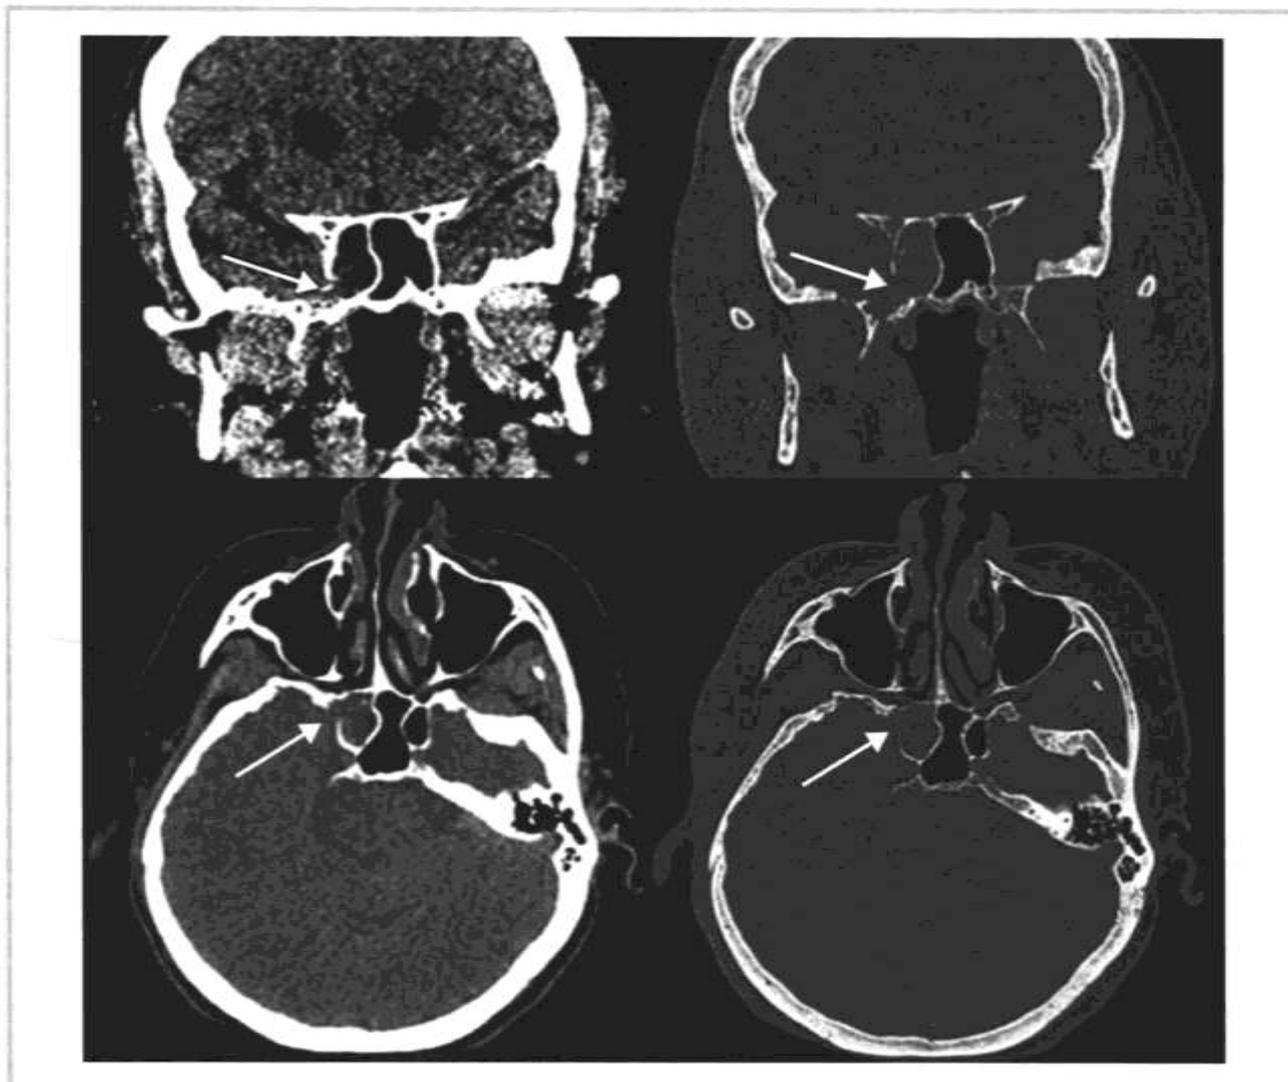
Компьютерная томография головного мозга: ликворная фистула. Костный дефект в области латерального кармана правой клиновидной пазухи (указан стрелкой).
